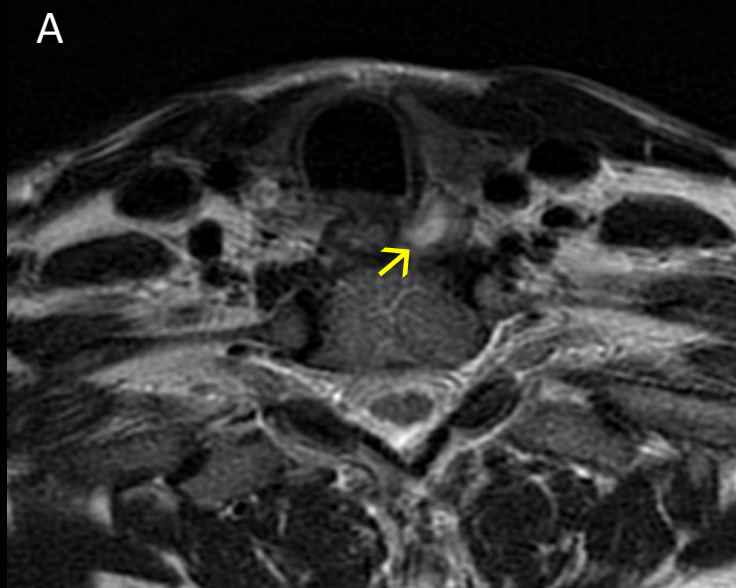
RM cervical, secuencias axial T2 (A) y secuencias axiales T1 de estudio dinámico post-contraste (B, C). Junto al polo posteroinferior del lóbulo tiroideo izquierdo, se observa lesión nodular heterogéneamente hiperintensa en imágenes potenciadas en T2 (→) y con comportamiento en el estudio dinámico tras la administración de contraste distinto al resto del parénquima tiroideo con realce precoz de su porción periférica (→) y más tardío de su porción central (*), compatible con adenoma paratiroideo.
